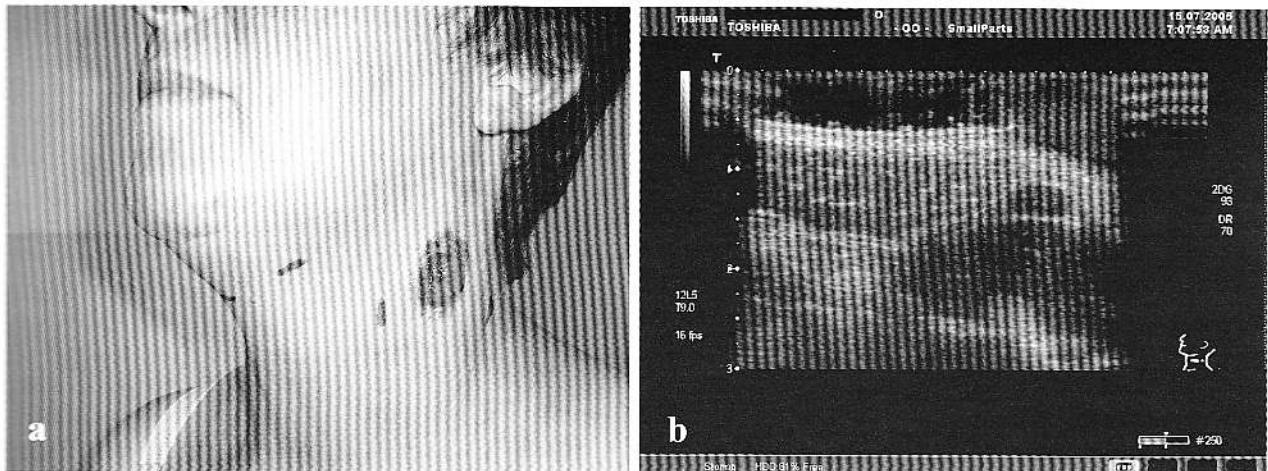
Melanom cutanat malign protruziv al regiunii cervicale cu tendință la exulcerare și infecție (a). Aspectul ecografic evidențiază penetrația în profunzime și existența unei adenopatii sub tumoră primară (b).
